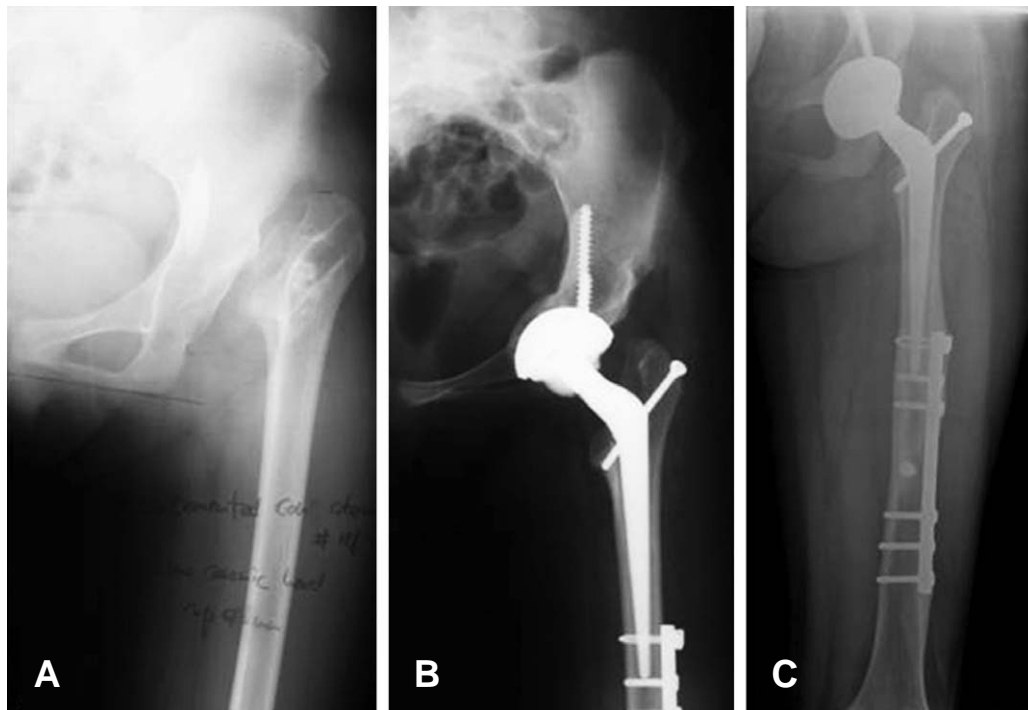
(A) Preoperative radiograph of a 21-year-old woman shows Crowe type IV dysplasia. (B) 12 month postoperative radiograph shows that the acetabular medial wall bone stock was well preserved. (C) 15 month postoperative radiograph shows well union of distal femoral osteotomy site.
